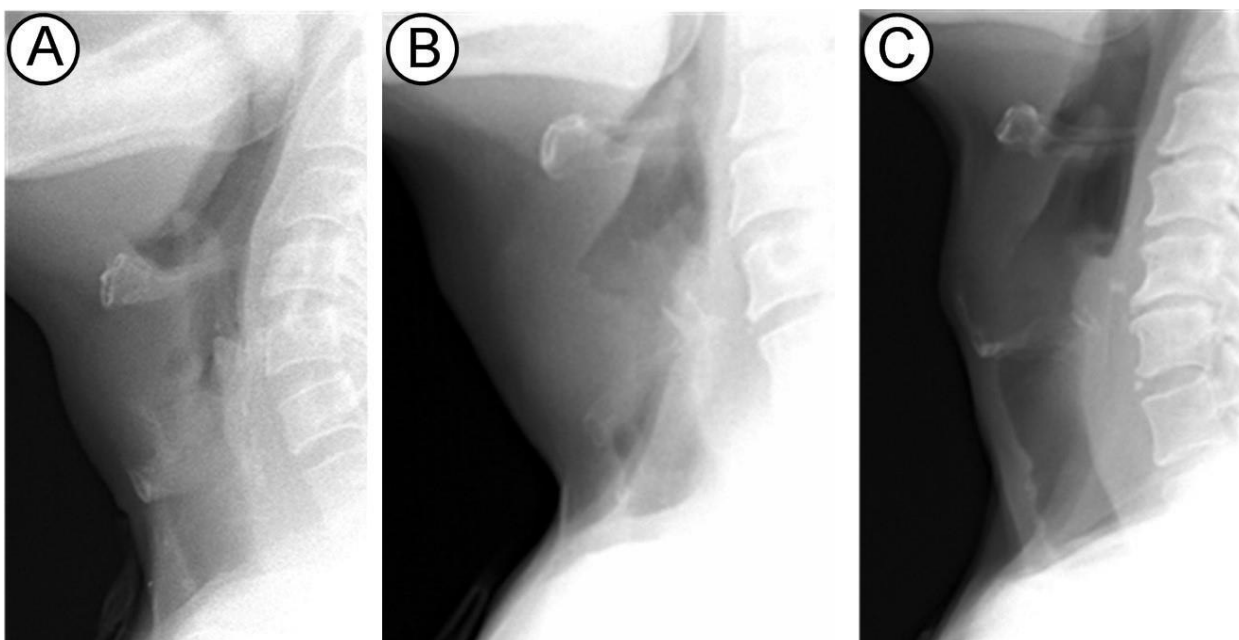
Tabloul imagistic în caz de examinare prin metoda Radiografiei Digitale în incidență laterală a pacientului cu cancer de laringe.
